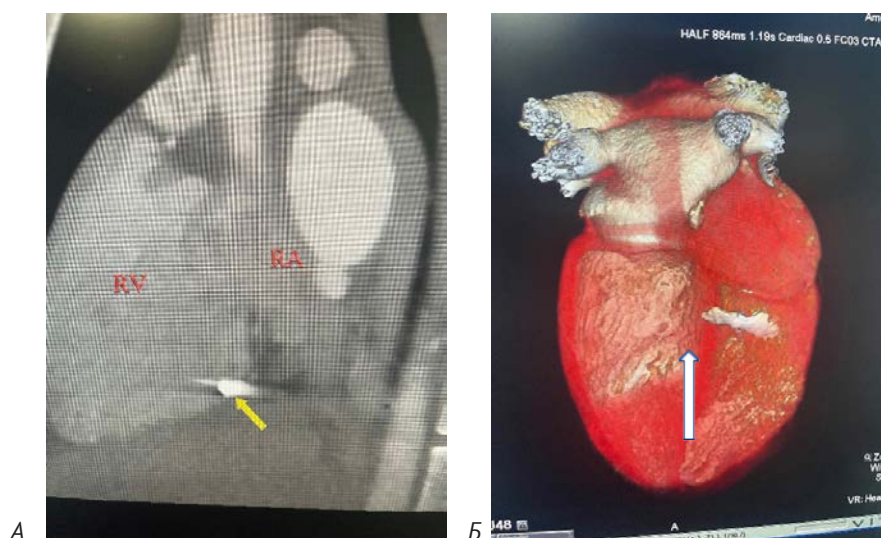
КТ з контрастуванням (А) демонструє наявність металевого уламка в порожнині правого шлуночка близько фіброзного кільця тристулкового клапана. 3D-реконструкція (Б) підтверджує локалізацію уламка на діафрагмальній стінці правого шлуночка поряд із тристулковим клапаном.
